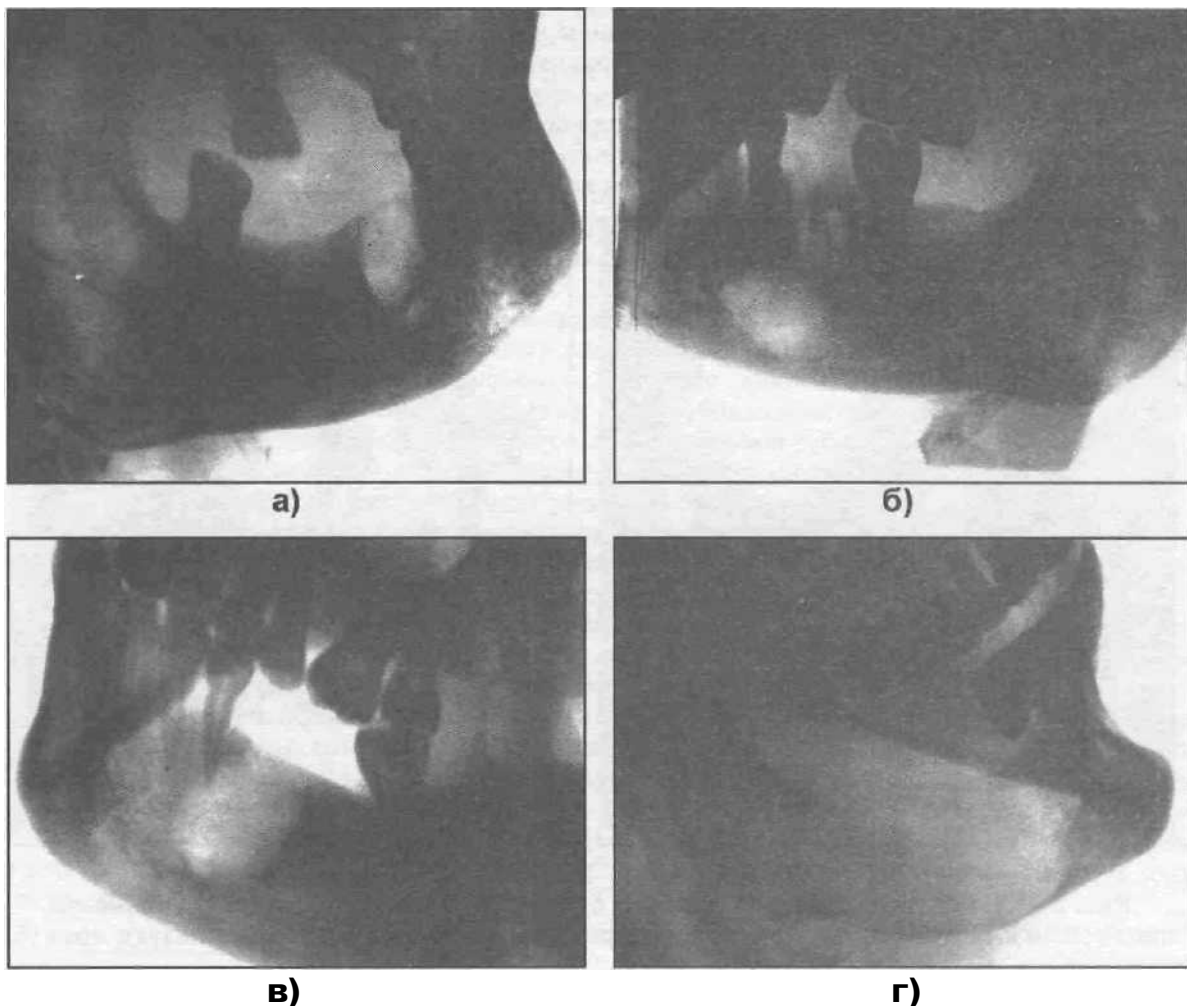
Рентгенограммы нижней челюсти больных с резидуальными кистами (а, б, в, г).
